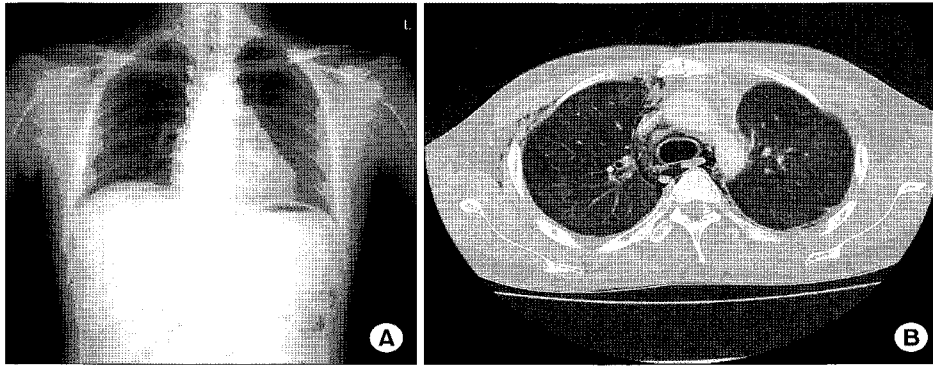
Chest PA (A) showed subcutaneous emphysema, and HRCT (B) confirmed the presence of mediastinal air. The appearance of the pulmonary parenchyma is within normal limits at this level.
